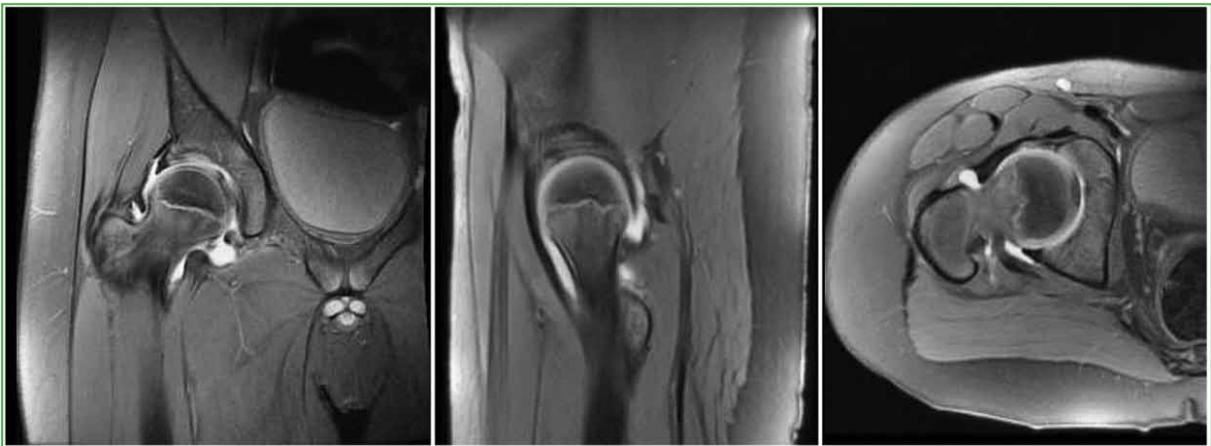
Resonancia magnética de cadera, cortes coronal, sagital y axial, respectivamente, en secuencias PD FSE. Se observa un derrame articular coxofemoral, con morfología femoral y acetabular conservada, sin signos de compromiso óseo.
